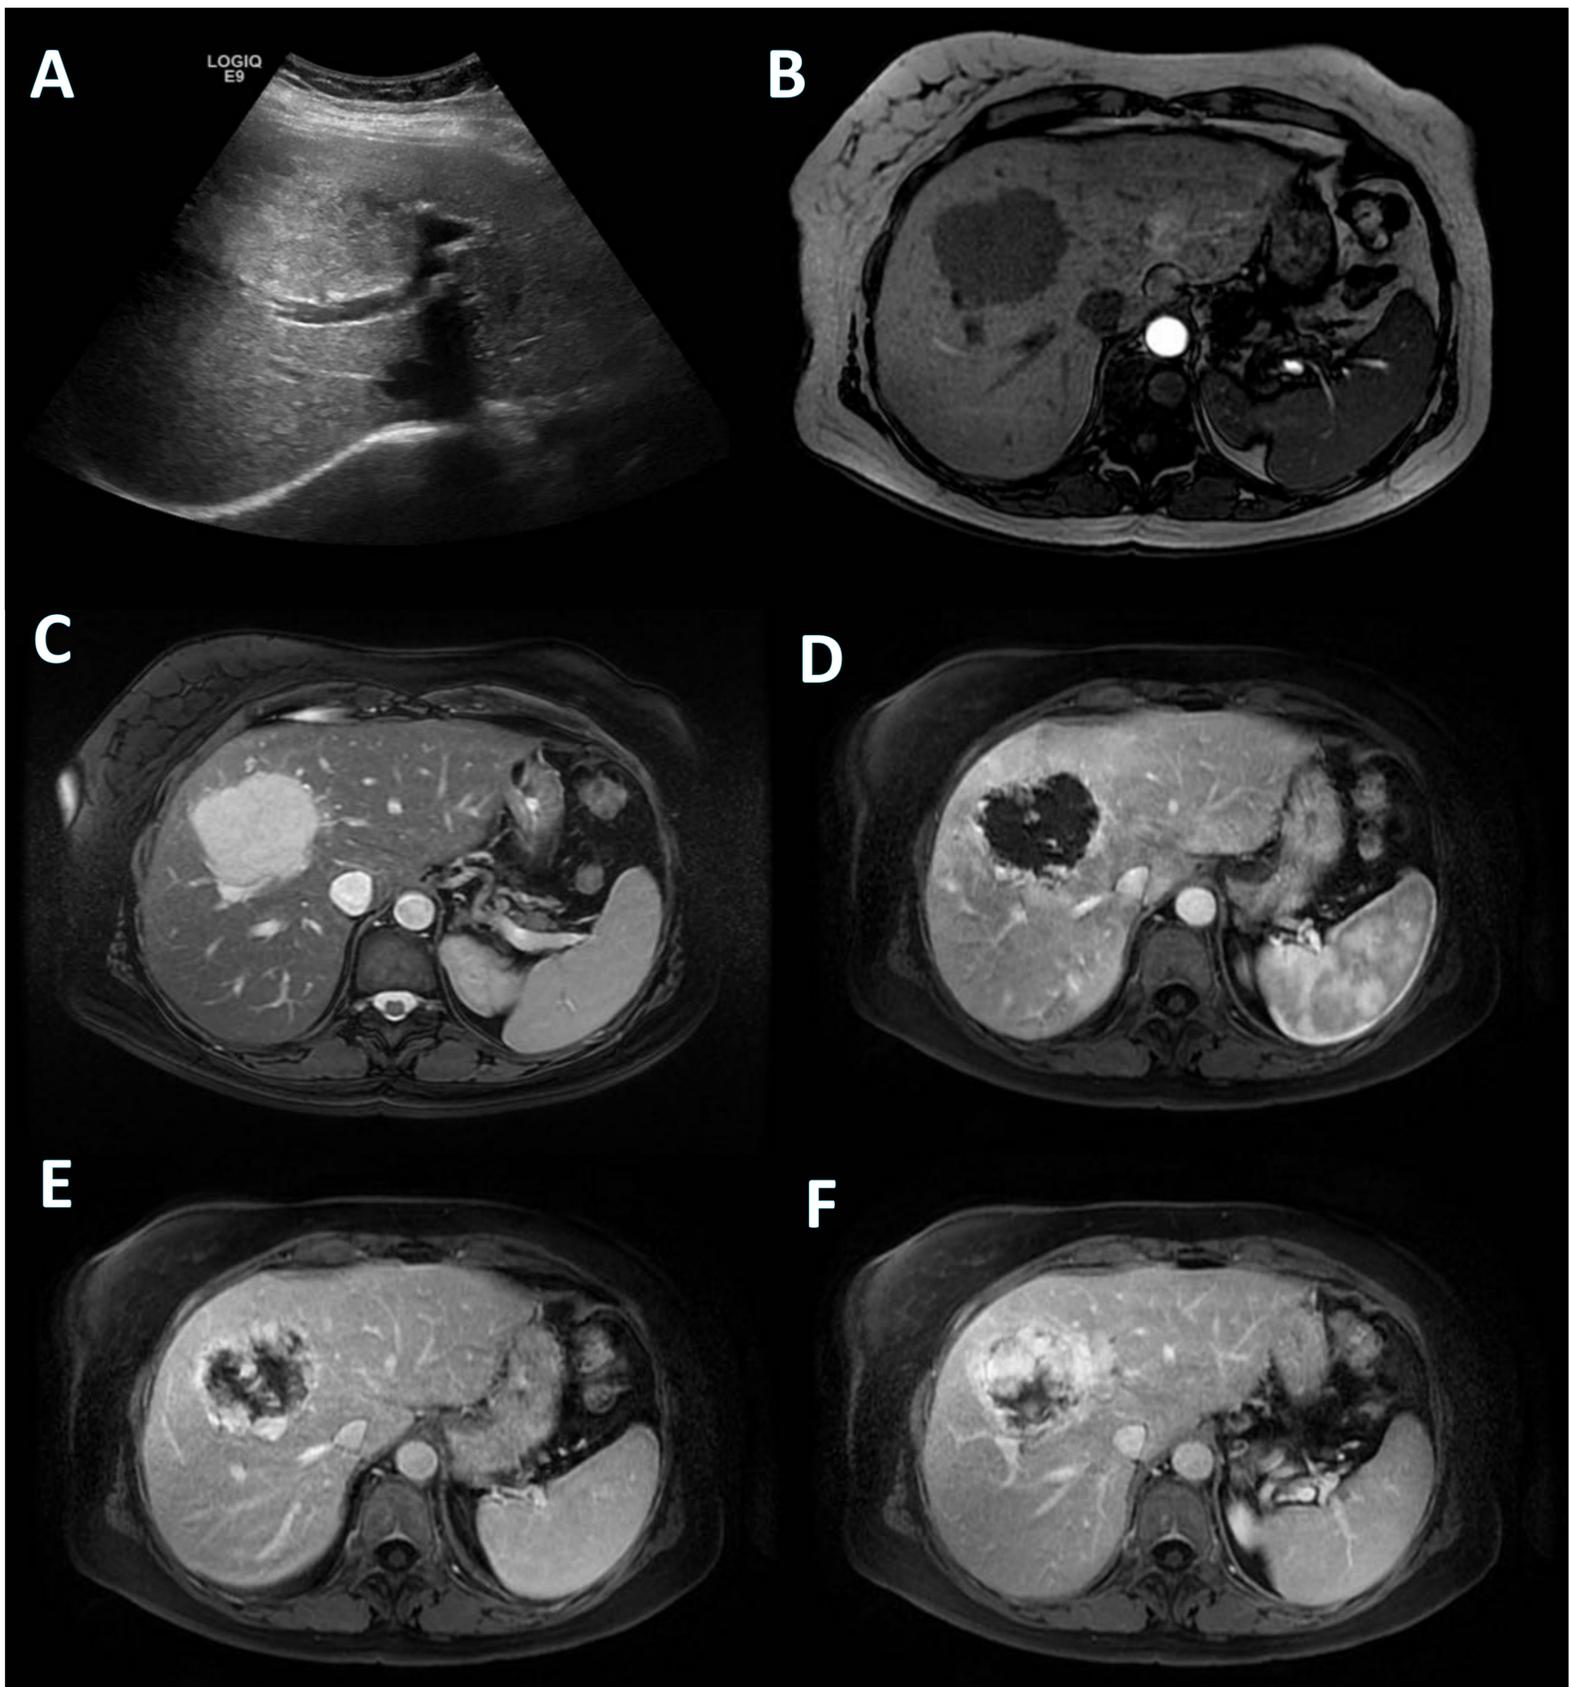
Hemangioma cavernoso gigante. Ecografía: lesión hiperecogénica heterogénea, mal definida, indeterminada. Por eso, se amplia estudio con RM (A). Lesión focal hepática gigante, de bordes lobulados, hipointensa en T1 (B), marcadamente hiperintensa en T2 (C). La lesión presenta una captación nodular periférica de contraste en fase arterial que va progresando centrípetamente en las diferentes fases venosas (D,E,F), compatibles con hemangioma. References: Hospital Universitari de Tarragona Joan XXIII/ES.
